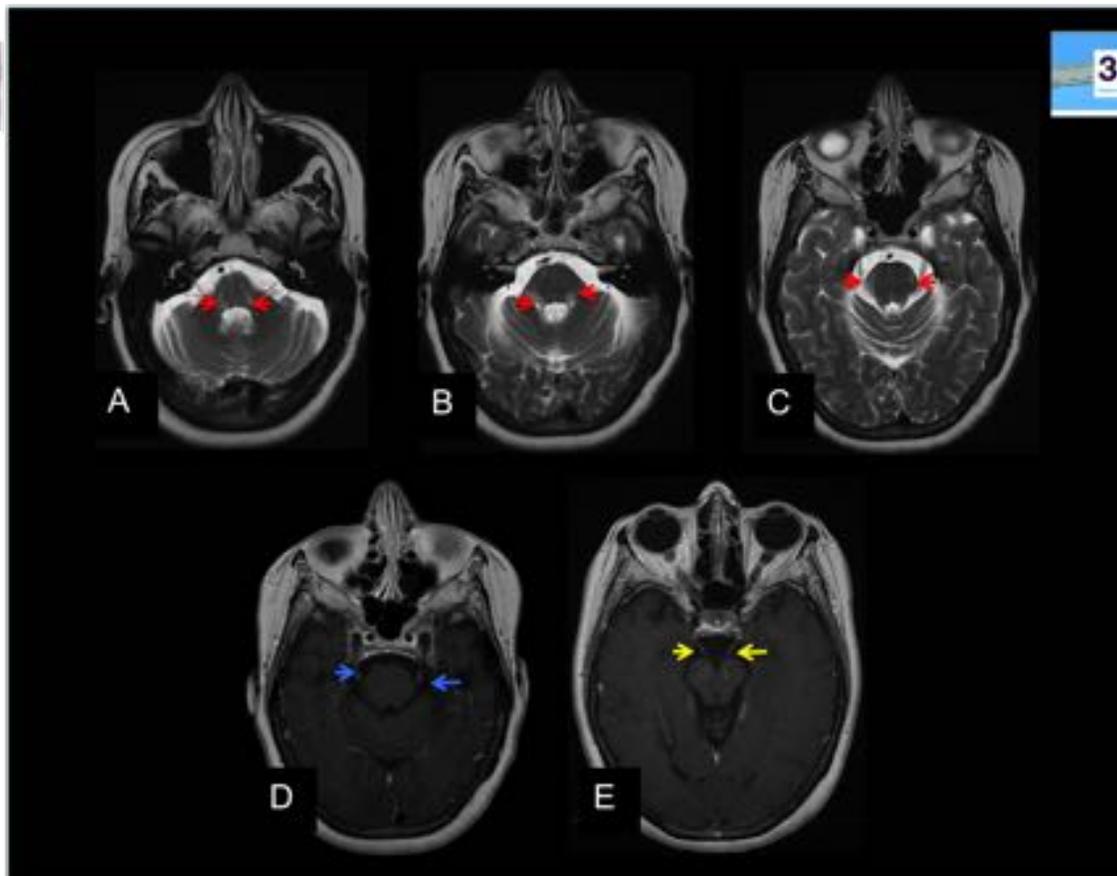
Esclerosis Múltiple. RM craneal. En las secuencias potenciadas en T2 se aprecian múltiples lesiones hiperintensas en la localización de los núcleos trigeminales (flechas rojas). En la secuencia con contraste se aprecia realce de la porción cisternal de ambos V (flechas azules) y también de los III (flechas amarillas).
